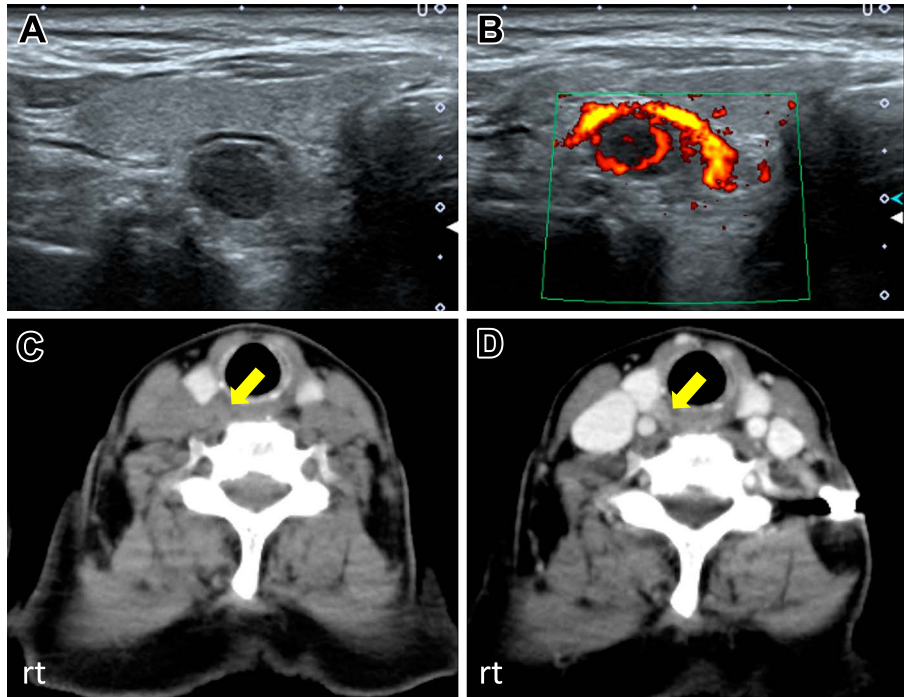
Plain ultrasonography (A), echo-color doppler ultrasonography of parathyroid grand (B), plain CT (C), and enhanced CT (D). Plain ultrasonography of upper right parathyroid grand detected round shape tumor of which diameter was about 1 cm (A). Echo-doppler ultrasonography scan demonstrated vascular flow within and around the lesion (B). Plain neck CT detected parathyroid tumor (arrow) (C). Arterial phase CT demonstrated enhancement of the tumor (arrow) (D).
